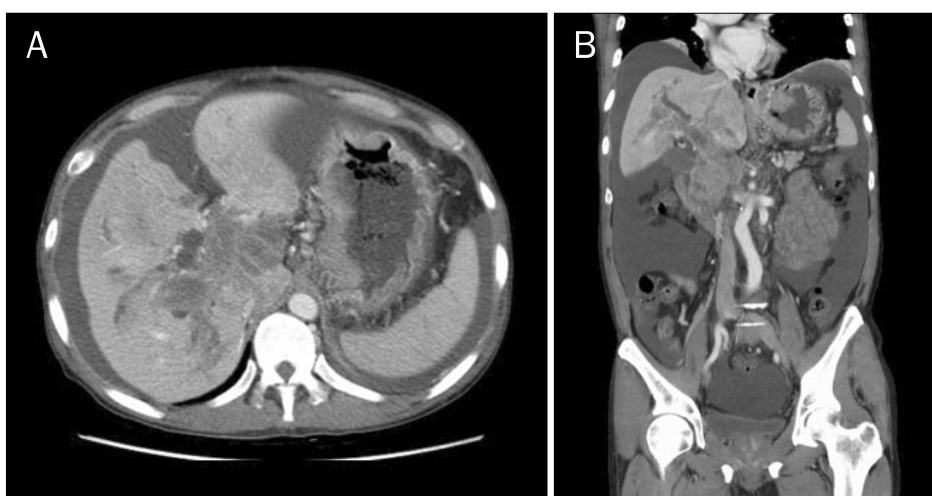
Abdominal CT at 6 weeks after initial diagnosis. (A) Axial and (B) coronal CT images showed marked shrinkage of the liver, increased amount of ascites and the progression of tumor thrombosis in the portal vein.
